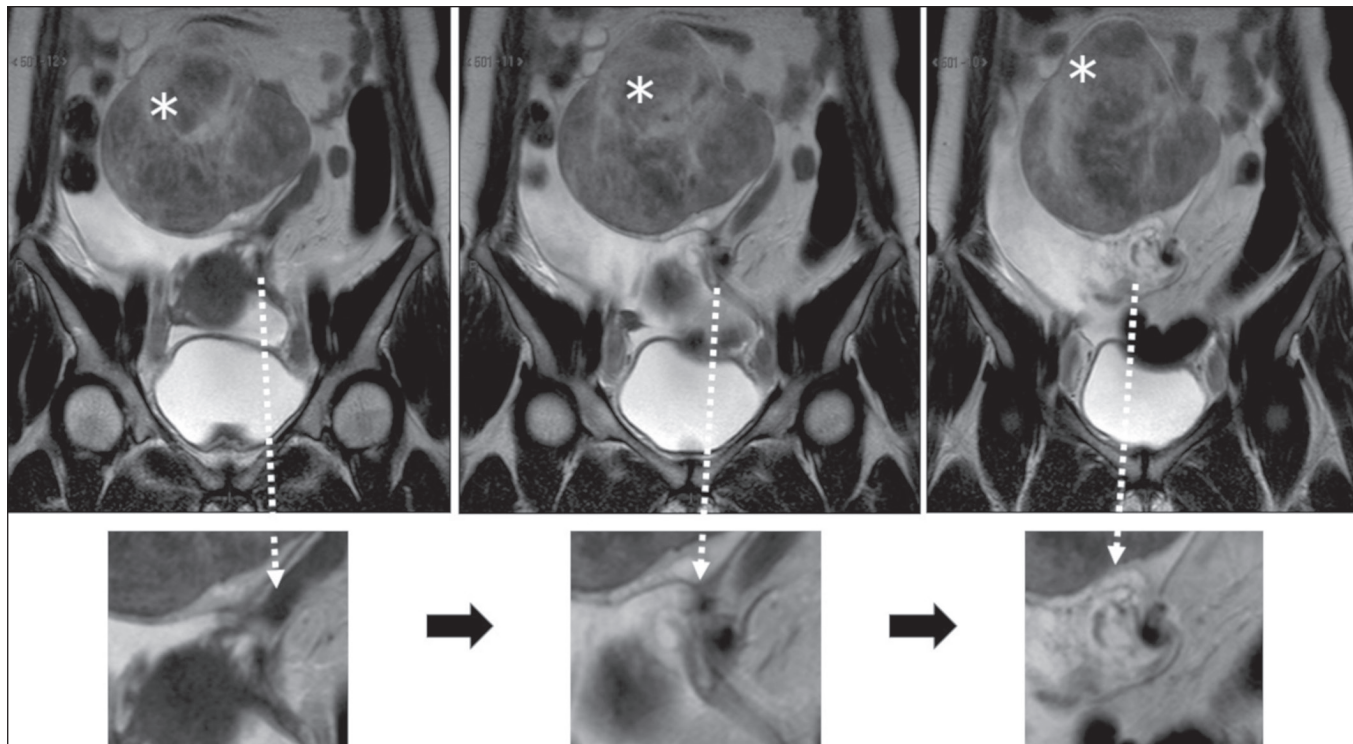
Imagens de RM, em planos coronais, na ponderação em T2, com ampliações embaixo. Observa-se pedículo ovariano torcido ao redor do seu próprio eixo. Identifica-se ovário esquerdo de volume aumentado, devido à presença de formação expansiva hipointensa e heterogênea compatível com fibroma (asteriscos).
